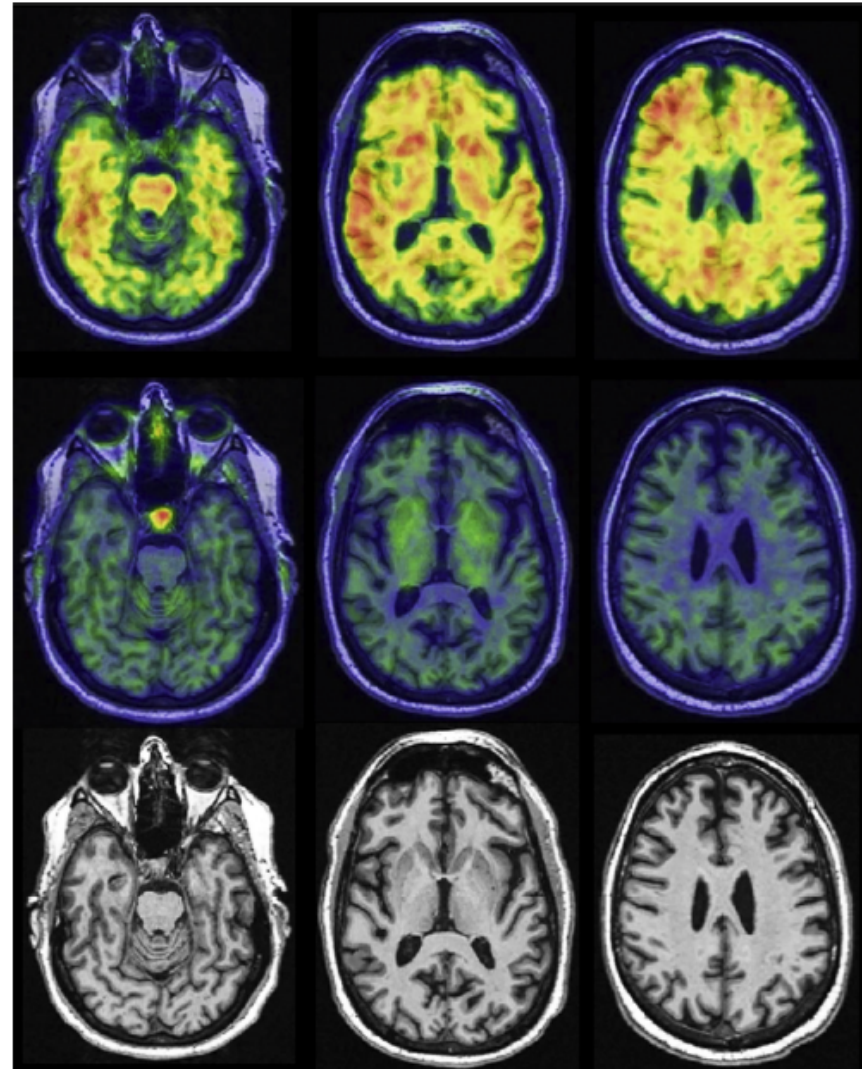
Preclinical Alzheimer's pathologic change. A cognitively unimpaired 67-year-old man. Participant in the Mayo Clinic Study of Aging. Abnormal amyloid PET (Pittsburgh compound B, top row), no uptake on tau PET (with flortaucipir, middle row), no atrophy on MRI (bottom row). Biomarker profile A+T-(N)-.
